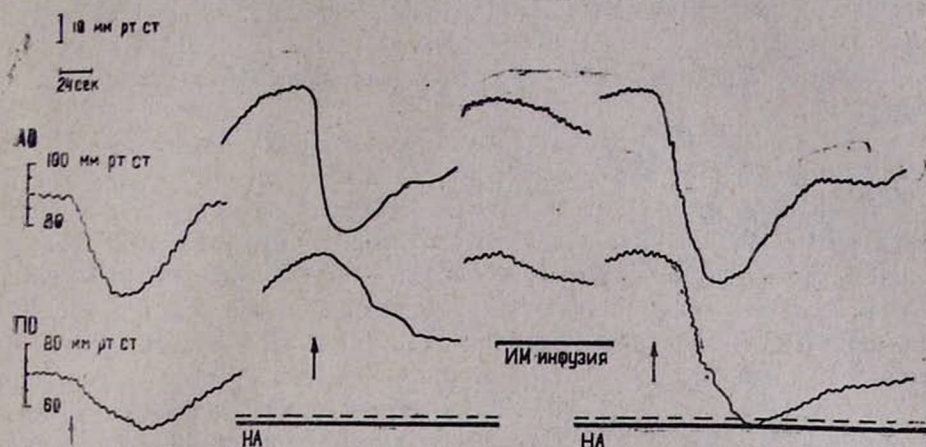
Влияние индометацина на сопротивление мозговых сосудов и артериальное давление под действием папаверина в условиях инфузии раствора НА. Обозначения: ---- инфузия раствора НА (общая доза 5 мг/кг). Стрелками обозначены моменты введения папаверина (2 мг/кг внутривенно).
